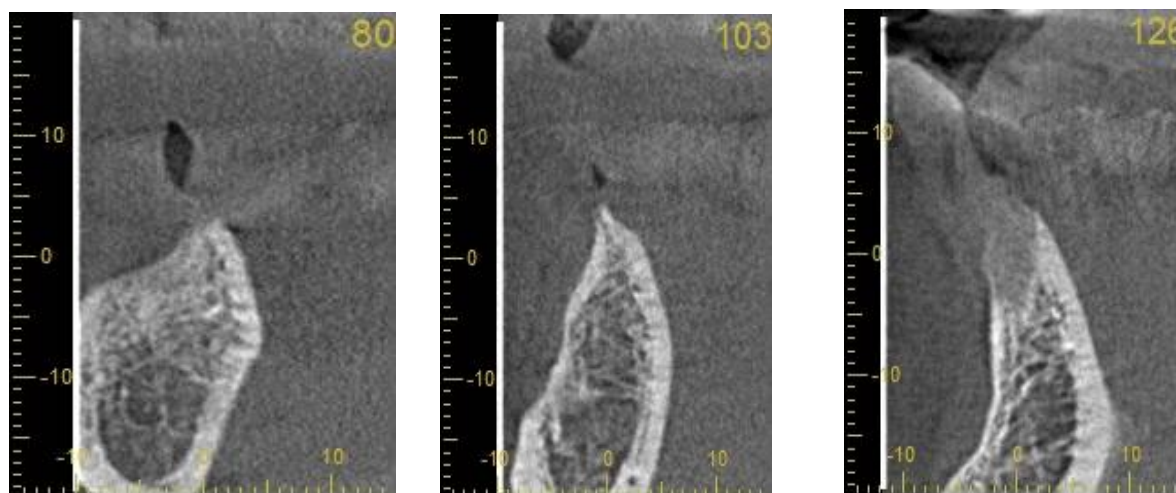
Срезы КТ (компьютерной томограммы) в области отсутствующих 43,45,47 зубов, на которых виден дефицит объема костной ткани с щечной стороны
